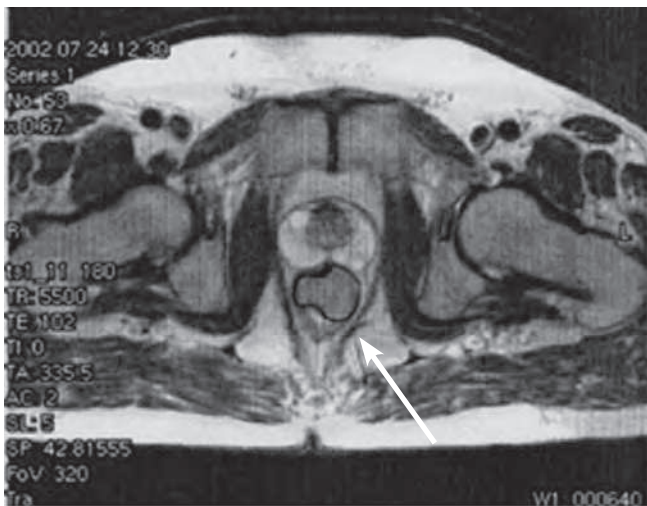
Пациент И., МРТ малого таза
